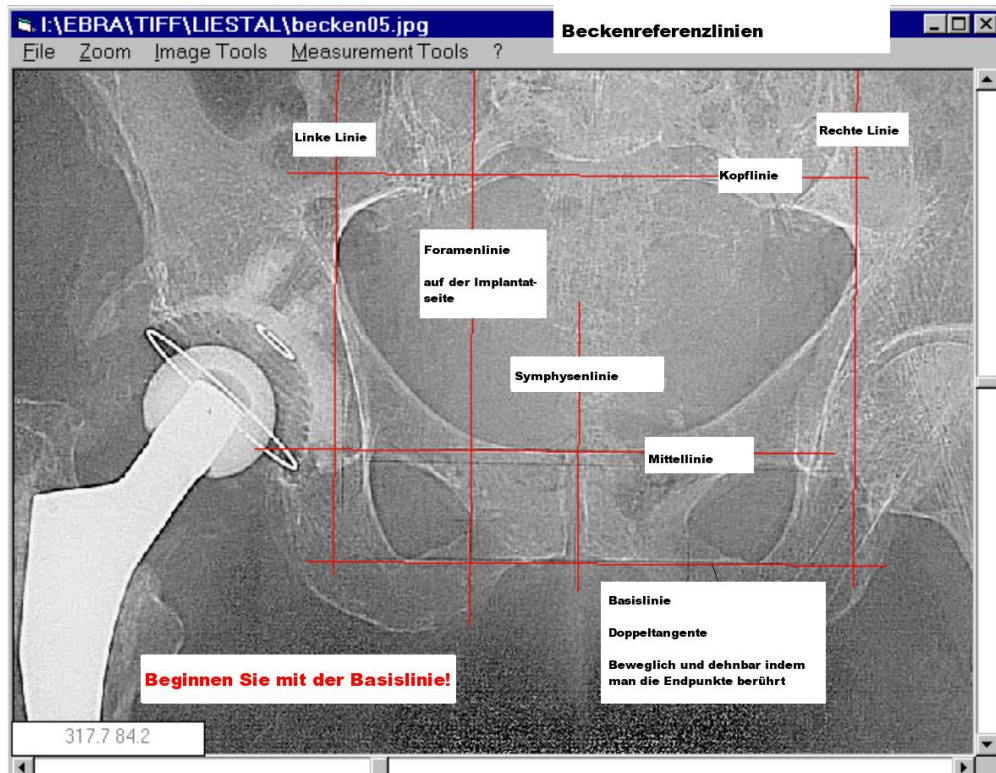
Röntgenbild mit eingezeichneten Beckentangenten und Senkrechten
